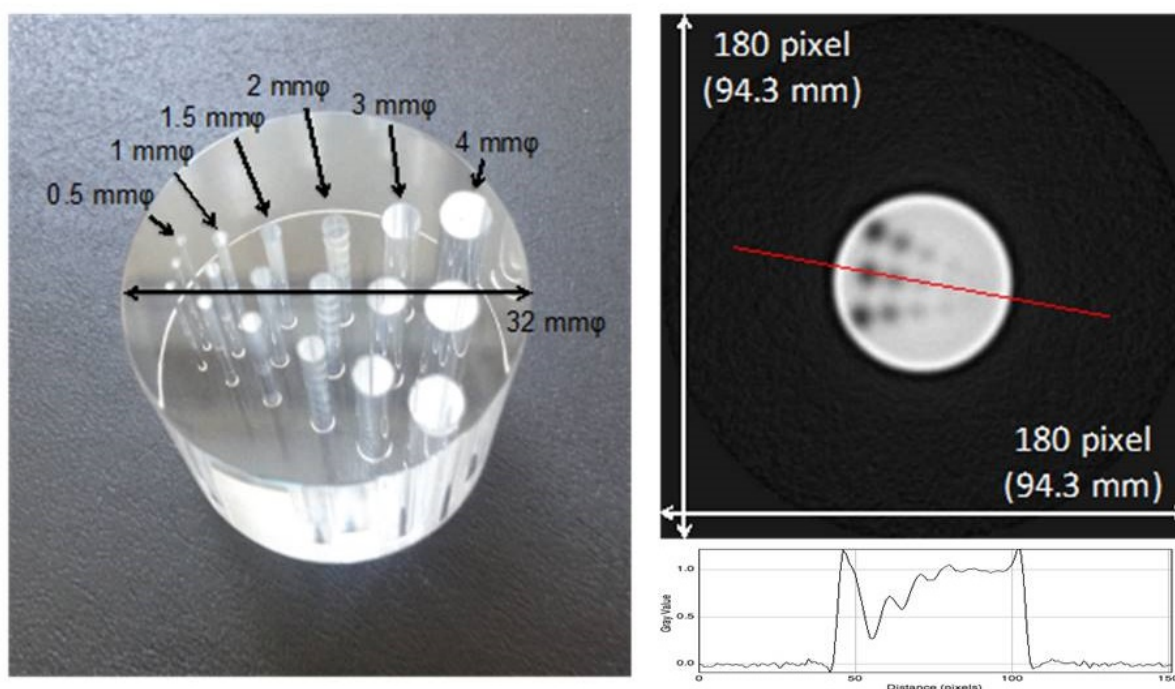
4、3、2、1.5、1、0.5 mmφの穴の空いた32 mmφアクリル円柱サンプル写真（左）及びその陽子線 CT 画像の結果（右上）及び陽子線 CT 画像中赤線部分のプロファイル（右下）。
